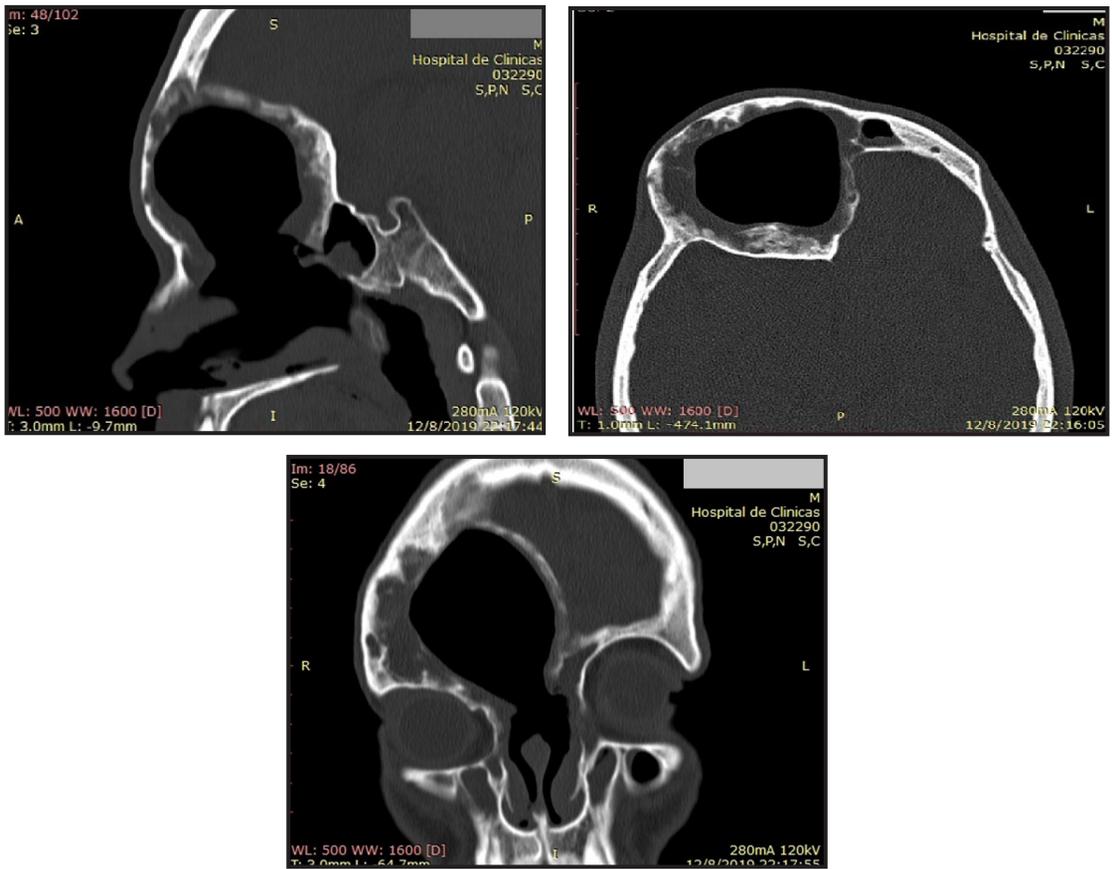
TC en cortes sagital, axial y coronal de control posoperatorio.
